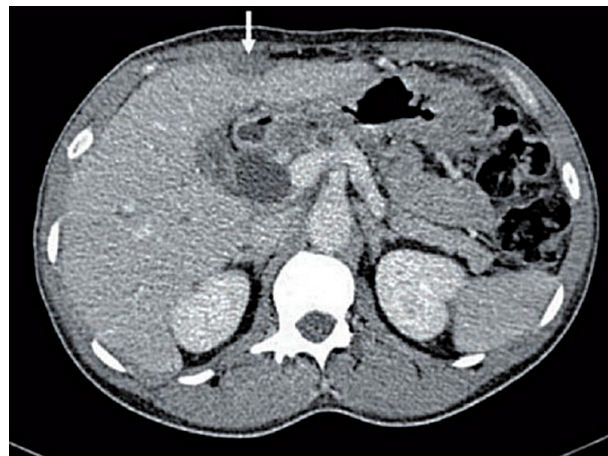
Контрастна КТ черевної порожнини (портівенозна фаза) (протокол ПЗ). Стрілкою відмічений один з декількох м'якотканних вузликів, які, за припущенням, являли собою перитонеальні метастатичні вогнища первинного ураження ПЗ, але пізніше було показано, що це сифілітичні гумозні запальні відкладення (товщина зрізу 1,5 мм) (за В. W. Mekonnen et al., 2020 [8]).
